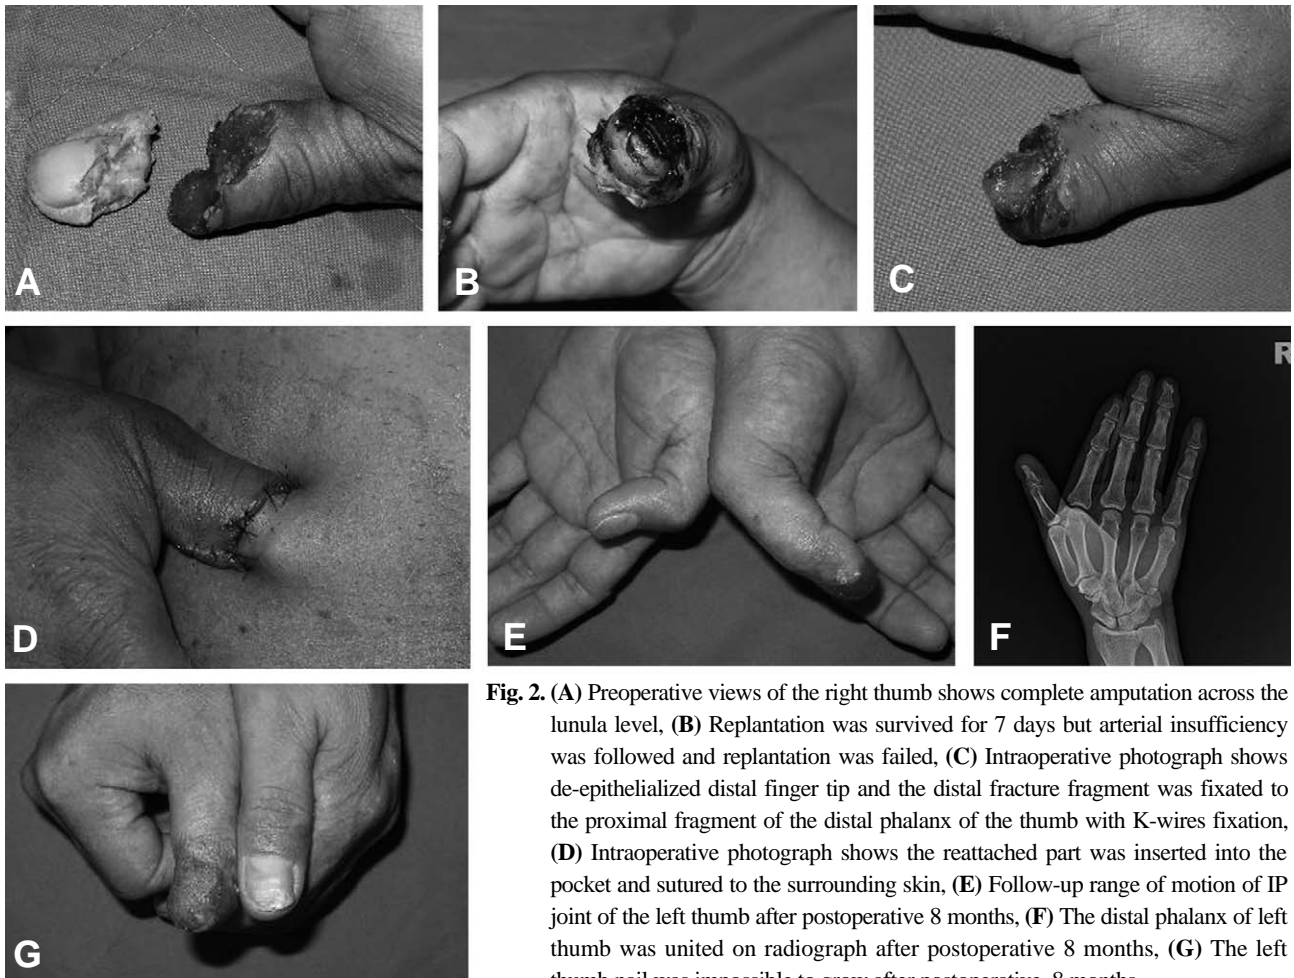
(A) Preoperative views of the right thumb shows complete amputation across the lunula level, (B) Replantation was survived for 7 days but arterial insufficiency was followed and replantation was failed, (C) Intraoperative photograph shows de-epithelialized distal finger tip and the distal fracture fragment was fixed to the proximal fragment of the distal phalanx of the thumb with K-wires fixation, (D) Intraoperative photograph shows the reattached part was inserted into the pocket and sutured to the surrounding skin, (E) Follow-up range of motion of IP joint of the left thumb after postoperative 8 months, (F) The distal phalanx of left thumb was united on radiograph after postoperative 8 months, (G) The left thumb nail was impossible to grow after postoperative 8 months.
